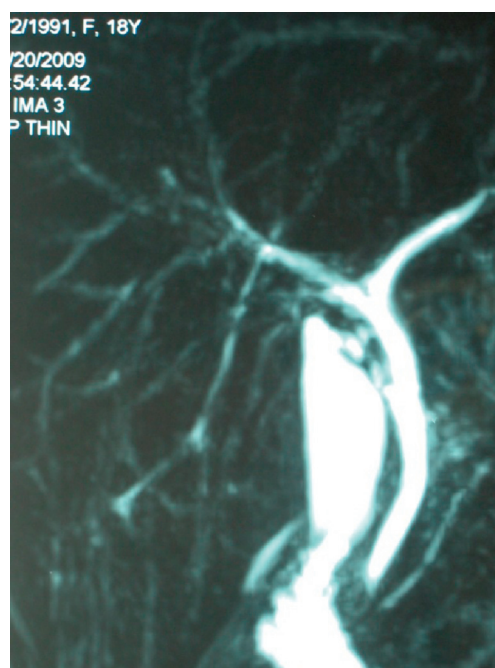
Colangiografia e pancreatografia por ressonância magnética nuclear (pormenor) normal.
